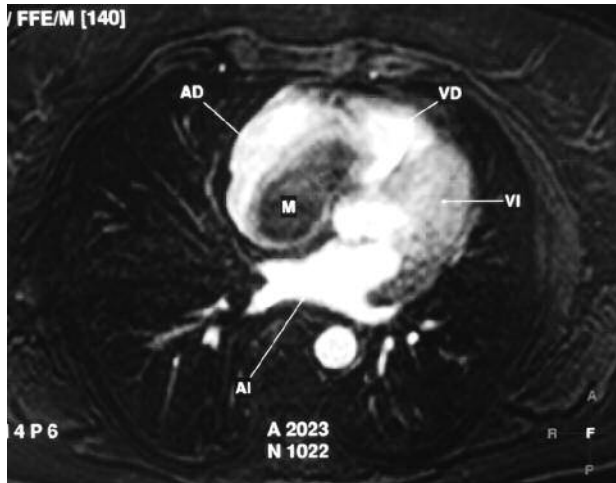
Imagen de angiorresonancia. AD: Aurícula derecha. VD: Ventrículo derecho. VI: Ventrículo izquierdo. AI: Aurícula izquierda. M: Mioma que ocupa la cavidad auricular derecha.
